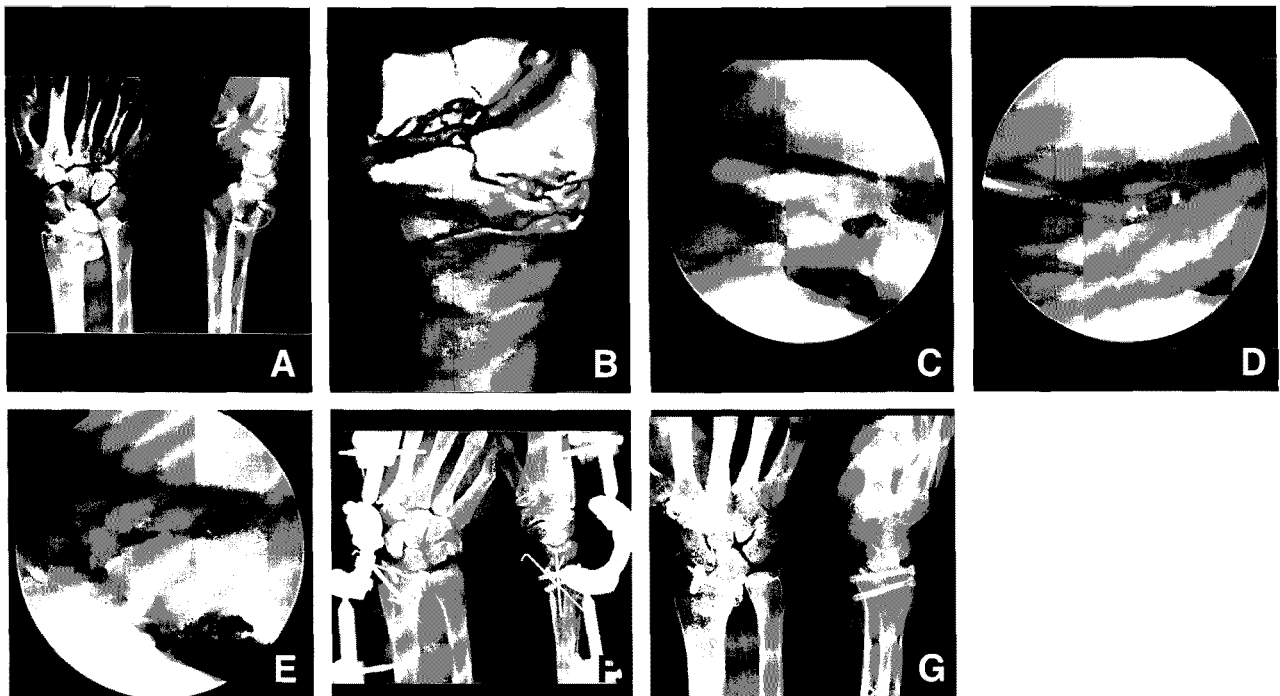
(A) Radiographs and (B) Three-dimensional computed tomographic image of a 33-year-old male patient showing a AO type C3 distal radius fracture. (C) The view through the 3-4 portal clearly demonstrate intraarticular step-off. (D) Probes and K-wires were used as joysticks to mobilize bony fragments. (E) Arthroscopy shows the successful restoration of articular surface after reduction and pin fixation. (F) The immediate postoperative radiographs show that anatomical reduction and fixation of the intra-articular fracture of the distal radius were supplemented by an external fixator. (G) The postoperative 15-month radiographs show a congruent joint without posttraumatic arthritis.
